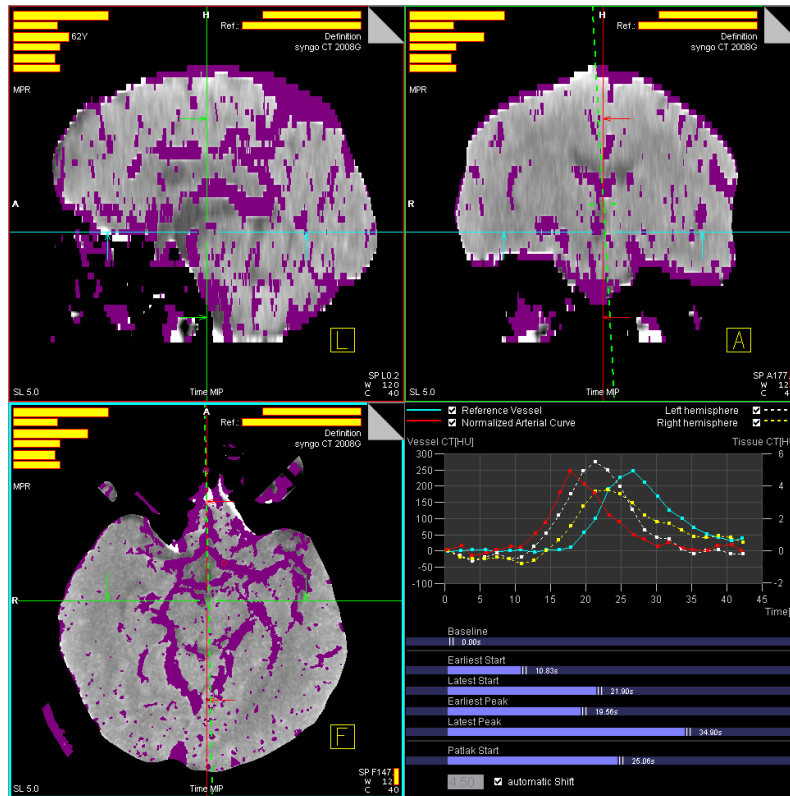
Příklad de-identifikace – RTG. [<https://medical.zcu.cz/>]
